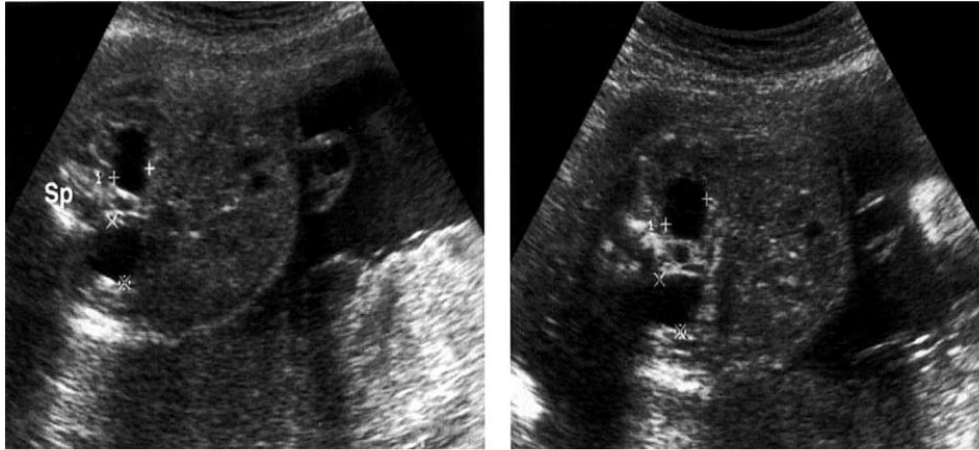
Ecografia: hidronefrose pré-natal³⁷.
